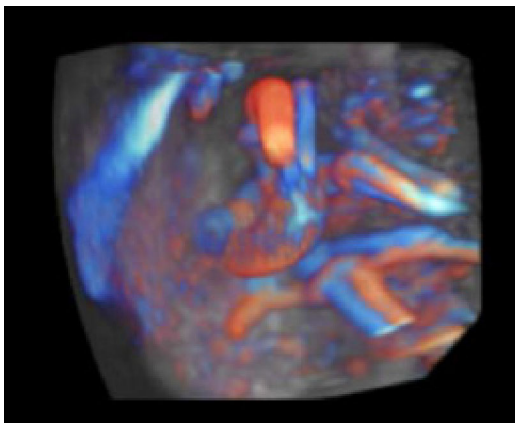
Vasa praevia visualisés en échographie endovaginale 3D
